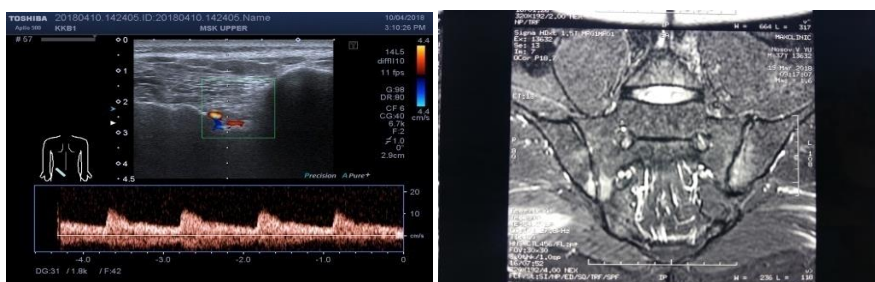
Пациент Н., 37 лет, УЗИ (слева) и МРТ (справа) режим T2 Fat Sat крестцово-подвздошных суставов, двусторонний сакроилиит (собственное наблюдение)
